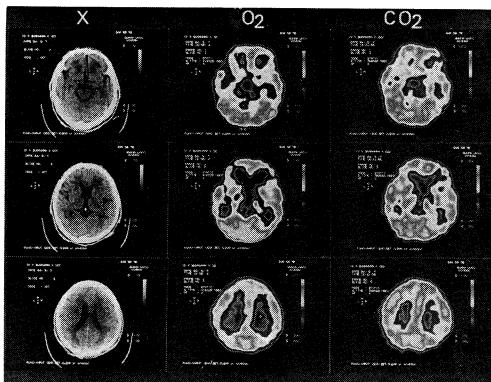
症例II：来院時のX線CTとポジトロンCT(PET)
